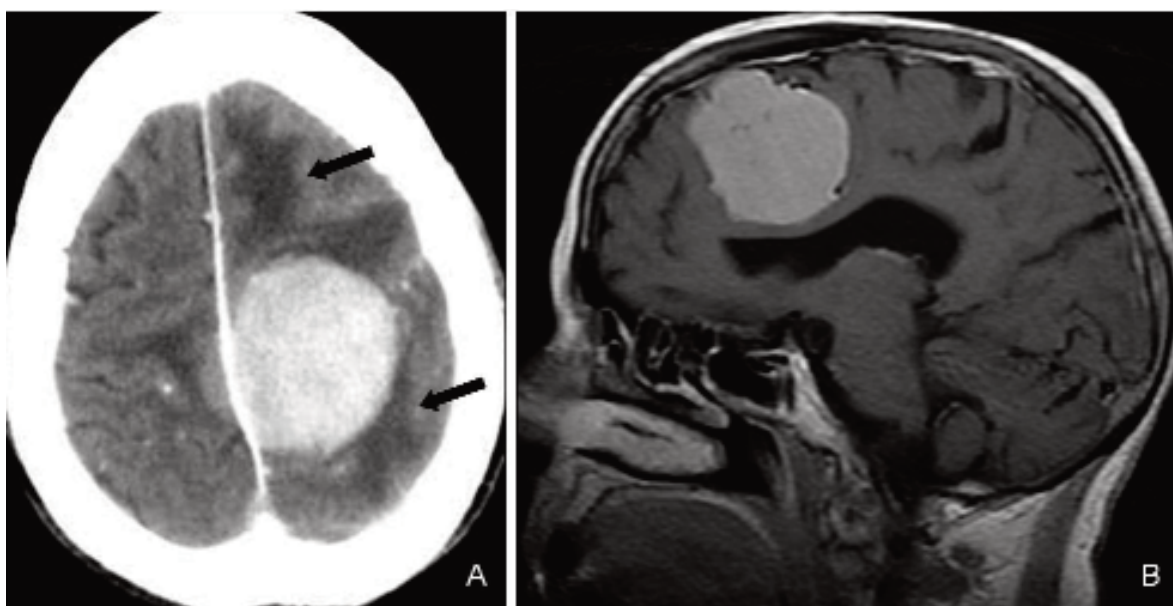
Meningioma. A: TC con contraste. Lesión parafalciana izquierda con abundante edema perilesional (flechas) e intenso realce. B: Corte sagital de RM SE T1 con Gadolinio. Intenso realce de la lesión que contacta con la hoz del cerebro y produce compresión ventricular.
